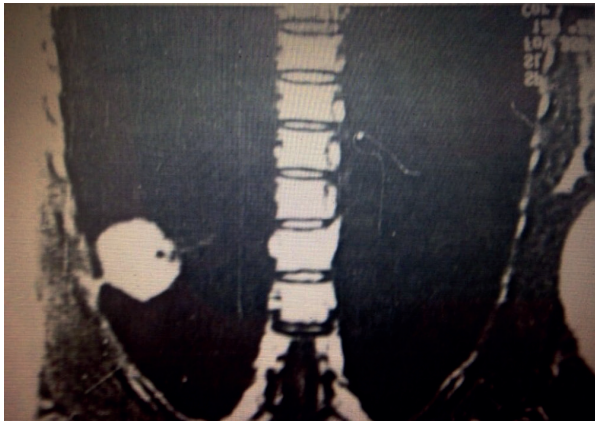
МРТ грудной клетки во фронтальной проекции (Т1-взвешенное изображение). В верхней доле правого легкого субплеврально расположена периферическая опухоль, плевра на этом уровне утолщена и деформирована
